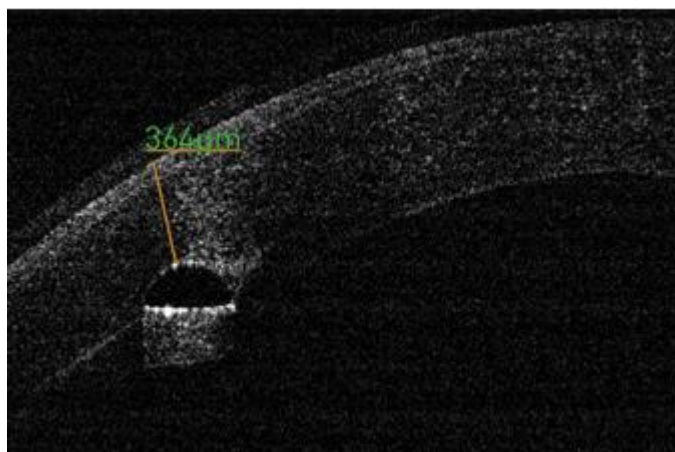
Оптическая когерентная томография (ОСТ) роговицы на следующий день после имплантации ИРС
